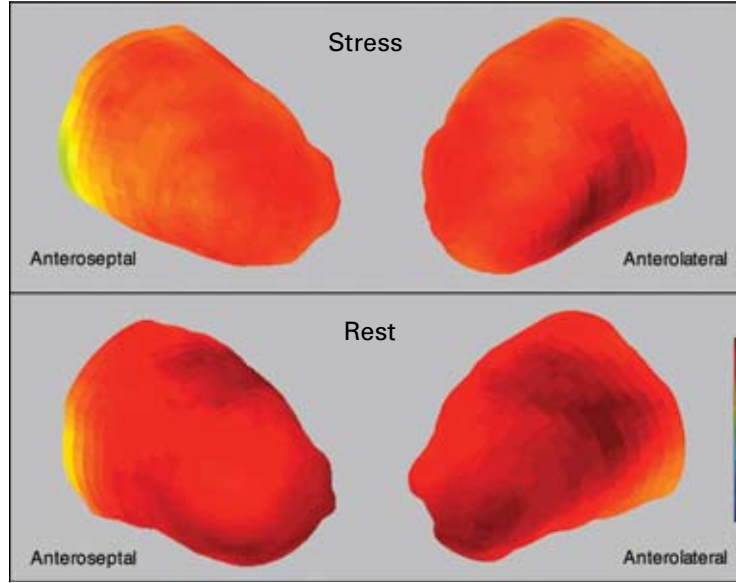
Normal myocardial perfusion scintigram in a 47 y old male diabetic. Upper row: stress test; lower row: rest test. These images demonstrate a homogeneous distribution of the radiopharmaceutical all over the myocardium. There is no sign of coronary artery stenosis.
